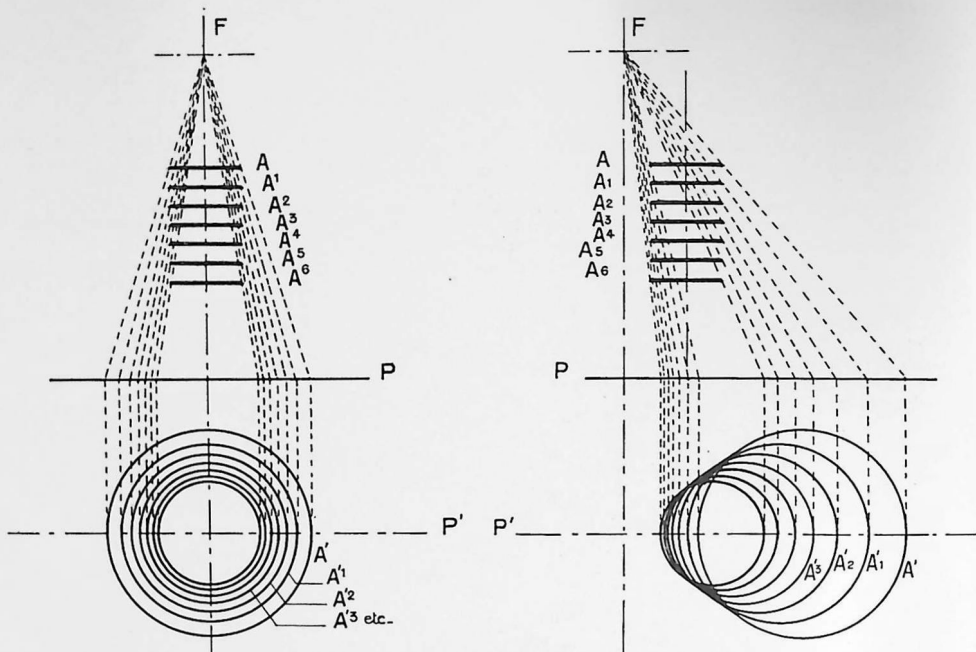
F, foyer de l'ampoule situé sur l'axe des anneaux A, A¹, A², etc.; P, plaque radiographique; en P', construction des projections des anneaux (A', A'¹, A'², etc.).
